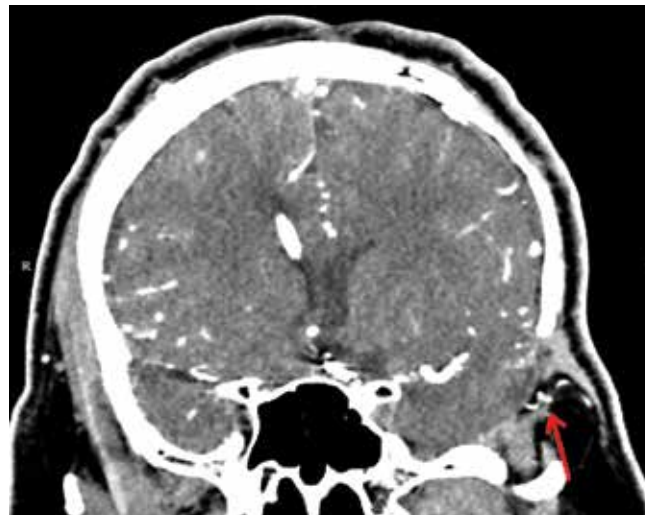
Пример функционирующего экстракраниально-интракраниального микроанастомоза (красная стрелка) по данным компьютерной томографии сосудов головного мозга у больного, перенесшего субарахноидальное кровоизлияние 5 лет назад
